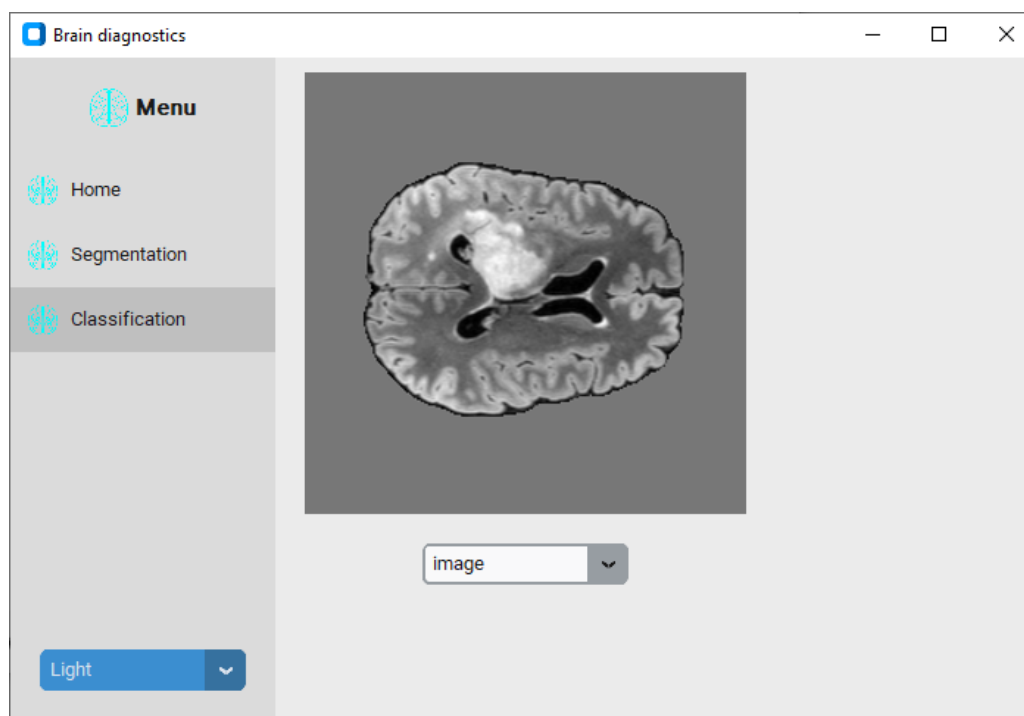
Le choix d'une IRM cérébrale pour la réalisation du pronostic automatique.
